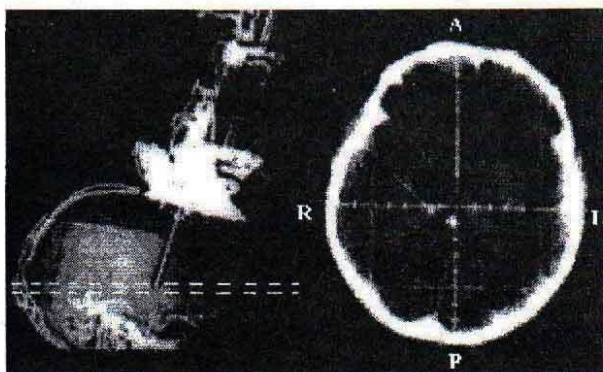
Компьютерная томография при проведении криодеструкции вентролатерального ядра таламуса (на горизонтальном томографическом срезе визуализировано положение канюли и зоны оперативного вмешательства)
